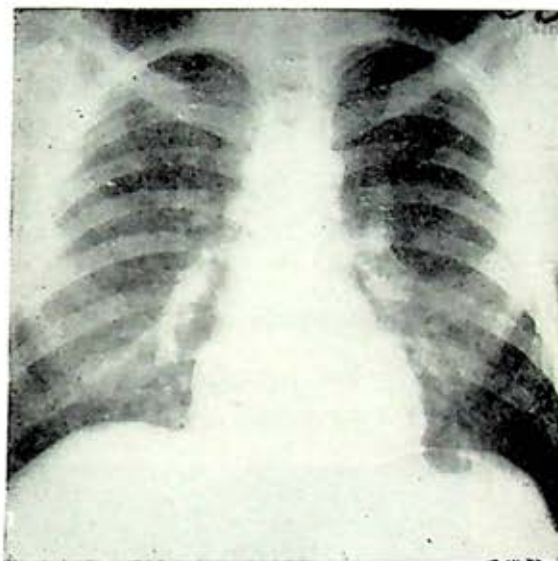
Radiografía de tórax de un caso de bagazosis. Se aprecia imagen reticular basal bilateral.
